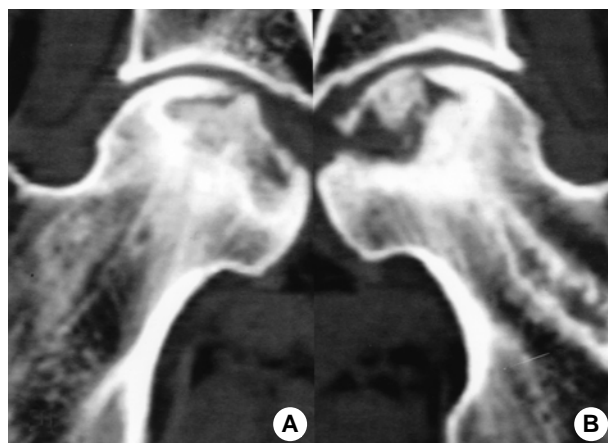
CT images of both femoral head after 1 year from the operation shows trabecular bone formation of weight bearing portion of right femoral head (A), but resorption of grafted bone and no supportable bone formation in the necrotic area of left femoral head (B).
